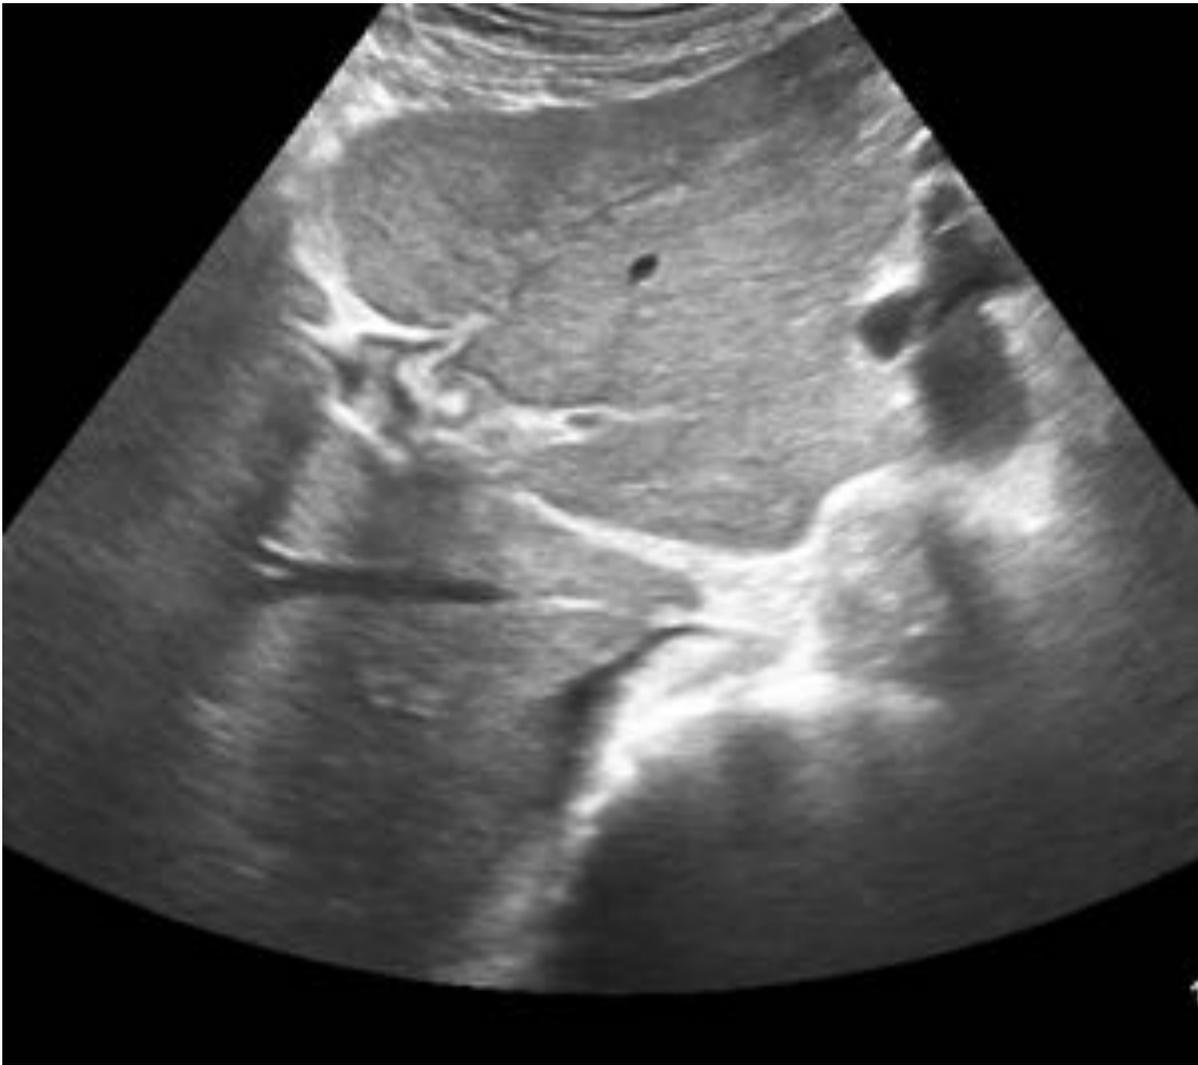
Imagen de una ecografía abdominal. Se observa un defecto de repleción parcial en la rama izquierda de la porta compatible con un trombo.
